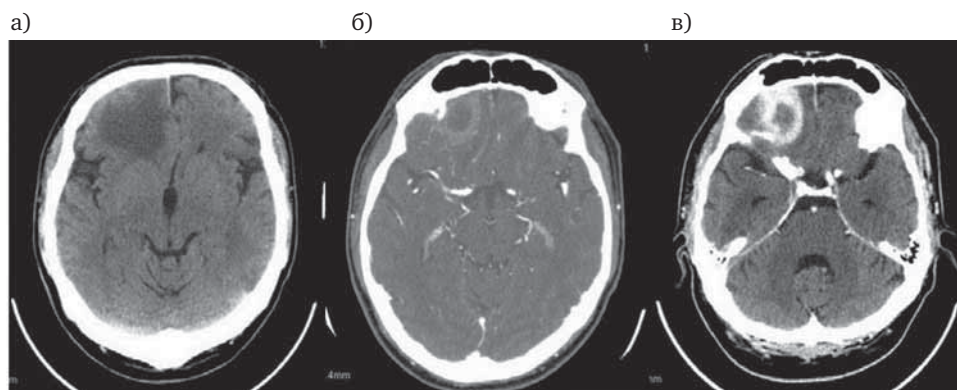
а – спиральная компьютерная томография (СКТ) головного мозга: энцефалитический очаг правой лобной доли риносинусогенного генеза; отек вещества, дислокация структур головного мозга; б – СКТ с ангиографическим исследованием – видны очертания капсулы абсцесса правой лобной доли; в – СКТ в фазе накопления контрастного вещества – отчетливо визуализируется капсула абсцесса.
